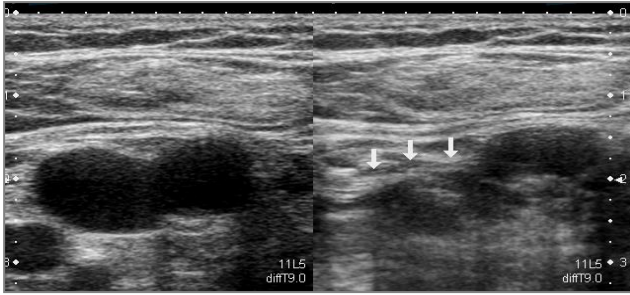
Vena permeable. Ecografía modo B. Vena femoral común con luz anecoica (izquierda), que se colapsa al comprimir con el transductor (derecha) confirmando su permeabilidad.
